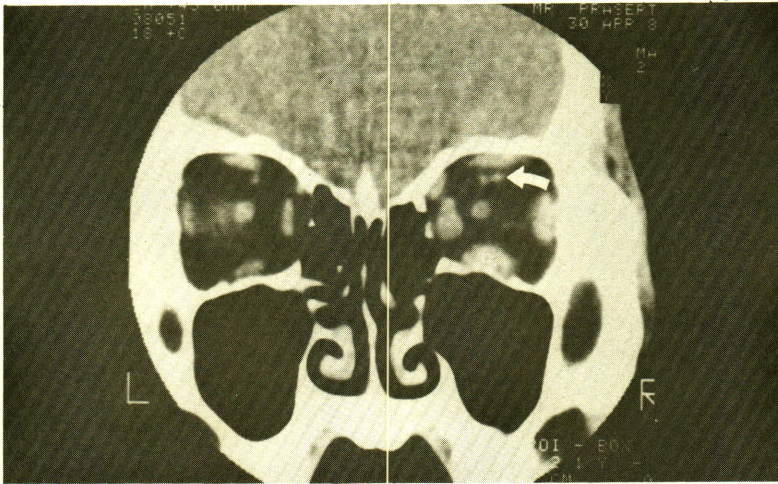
Carotid-cavernous fistula. A 47 year-old male with pulsating exophthalmos of the right eye 2 weeks after car accident. Contrast enhanced coronal CT scan showed enhanced dilated tortuous superior ophthalmic vein (arrow), enlargement of the right extraocular muscles and aneurysmal dilatation of the cavernous sinus. (demonstrated in another axial scan)
